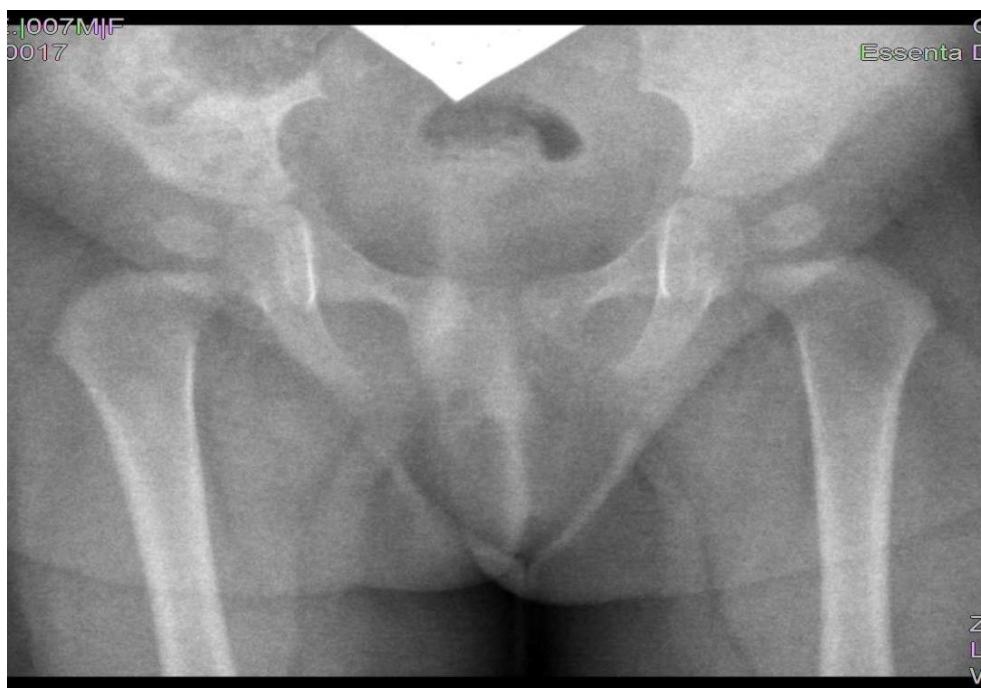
Дитина К., рентгенографія у віці 6 міс.
